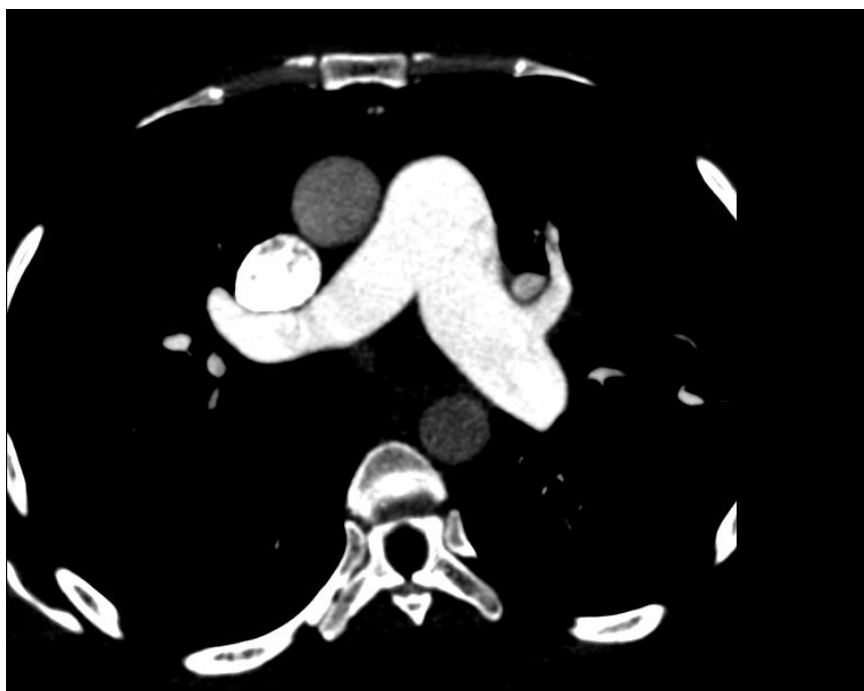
TC Tórax (13/07/2015)
